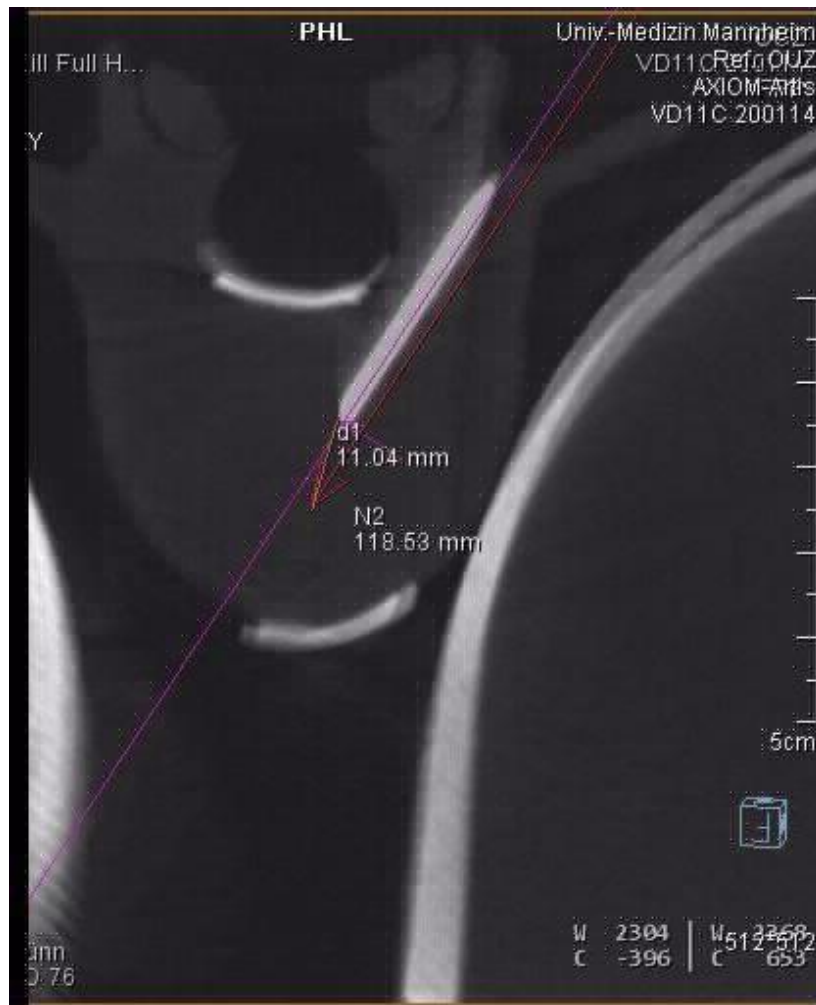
Die Nadel N2, die in den Wirbelkörper eingebracht wurde. Die Distanz d1 beträgt hier 11,04 mm, d. h., das erreichte Isozentrum liegt 11 mm vom geplanten Isozentrum entfernt und wurde nicht exakt getroffen. CT-Bildgebung. (Eigenes, unveröffentlichtes Bildmaterial).
